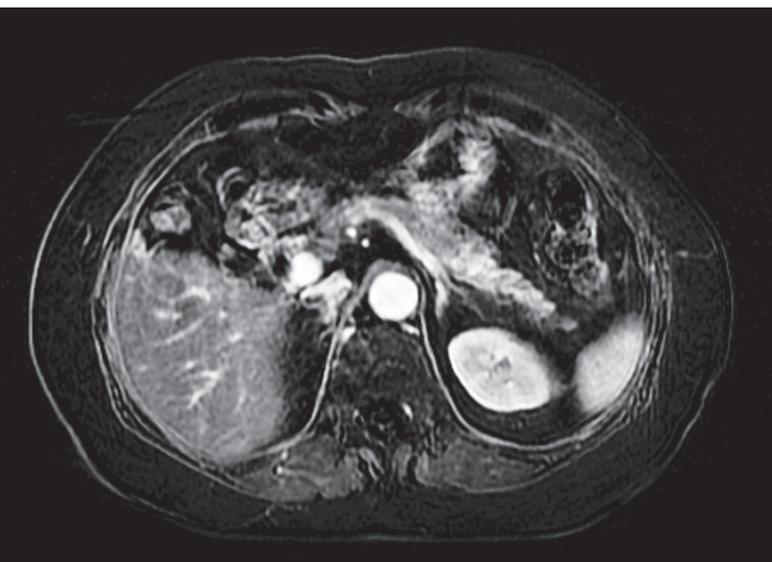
Magnetresonanztomographische Darstellung eines Karzinoms im Bereich des Pankreaskorpus mit konsekutiver Dilatation des Hauptganges im Pankreasschwanz.
